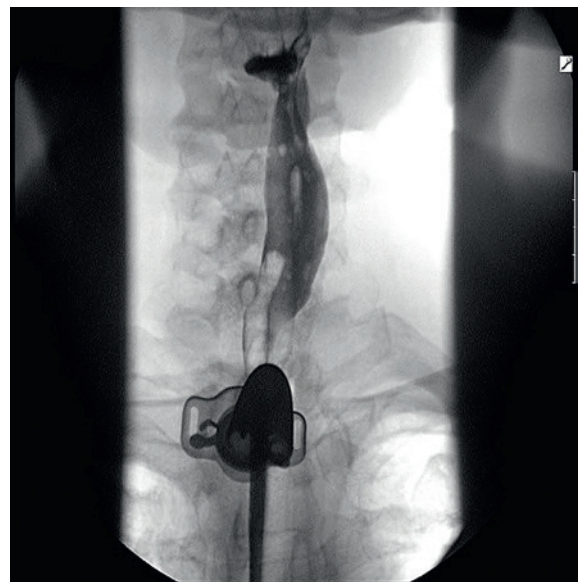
Рентгенография глотки и пищевода с контрастом. Свободное прохождение контраста по вновь сформированной глотке
